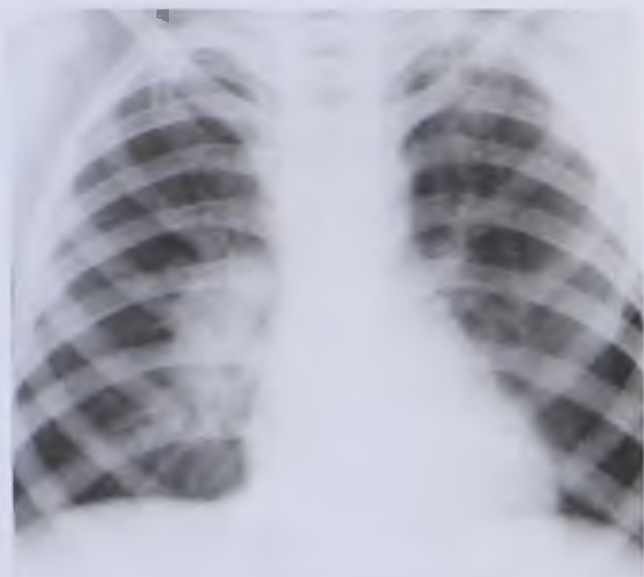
Рентгенограмма в прямой проекции. Туберкулез внутригрудных лимфатических узлов
